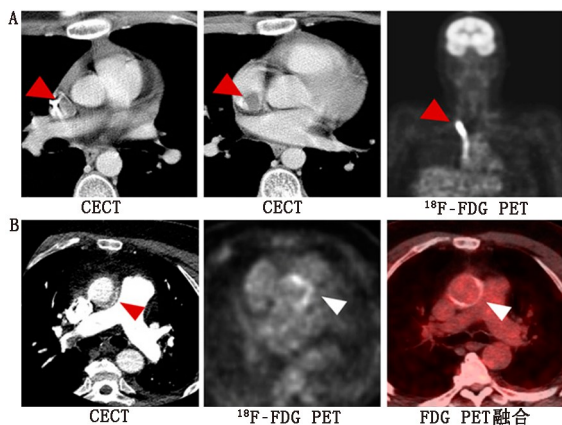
^{18}F -FDG PET 显像在心血管疾病应用实例。A. 17 岁男性,诊断为非霍奇金淋巴瘤,发现感染所致导管相关栓子,箭头示导管内和周围区域 FDG 摄取增加;B. 59 岁男性,因粪肠球菌感染需要手术更换人工主动脉瓣膜,箭头示瓣膜区 FDG 摄取增加。CECT 为增强 CT 扫描
